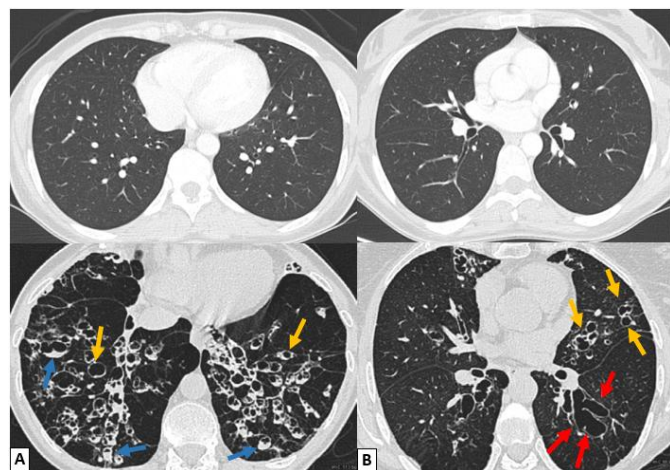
As imagens comparam por TC, em corte axial, o tórax de um indivíduo saudável (em cima)⁵, com o tórax de um doente com FQ (em baixo)⁴. (A) A imagem evidencia bronquiectasias quísticas arredondadas em ambos os pulmões (setas amarelas), bem como espessamento das paredes brônquicas, com retenção de muco (setas azuis). (B) A imagem evidencia bronquiectasias do tipo varicosa (setas vermelhas) para além das pequenas bronquiectasias que se observam nos dois pulmões, em menor número do que na imagem (A).
